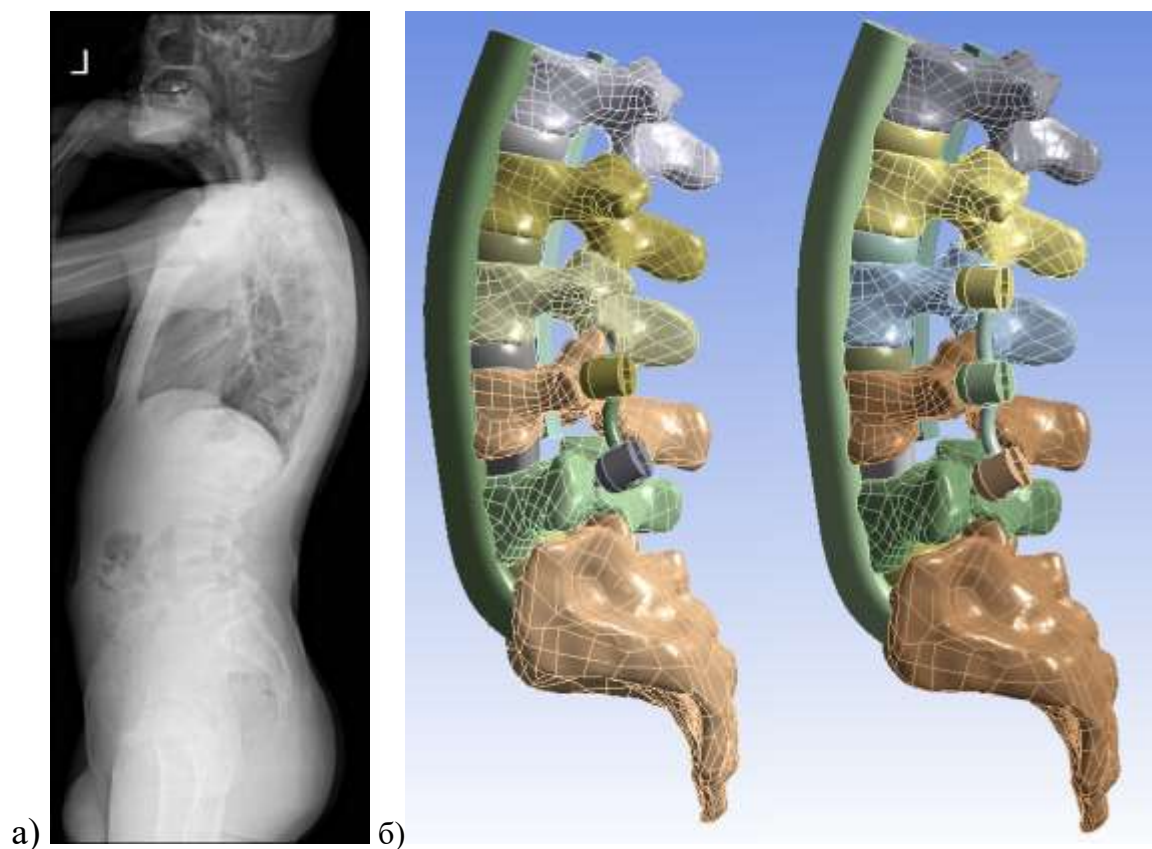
а) телерентгенограмма позвоночника (сагиттальная проекция) пациента с нестабильным спондилолистезом L4 позвонка II степени;
